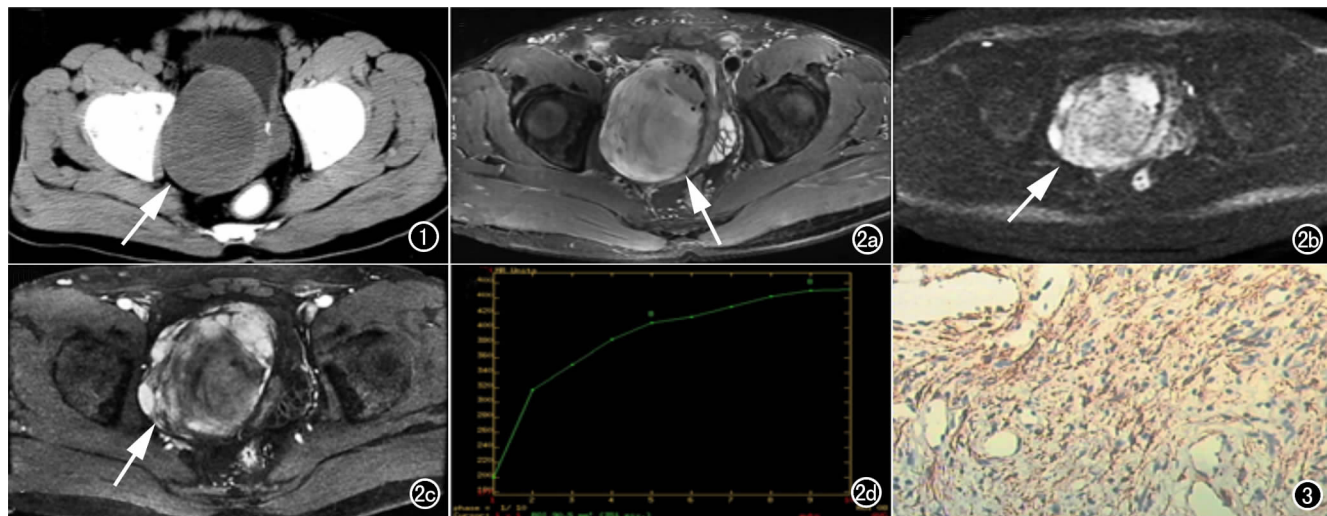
盆腔 CT 平扫。前列腺区肿块(箭), CT 值 23~47 HU, 内有分隔及点状钙化灶(长箭)。图 2 盆腔 MRI 平扫加动态增强扫描。a) 前列腺区肿块呈稍长 T_2 信号(箭); b) DWI (b 值 = 800 s/mm^2) 呈高信号(箭); c) MRI 增强延迟期肿瘤呈渐进性明显强化(箭); d) 时间-信号强度曲线呈渐增型。图 3 肿瘤组织免疫组化染色($\times 200$), Vim(+)。
